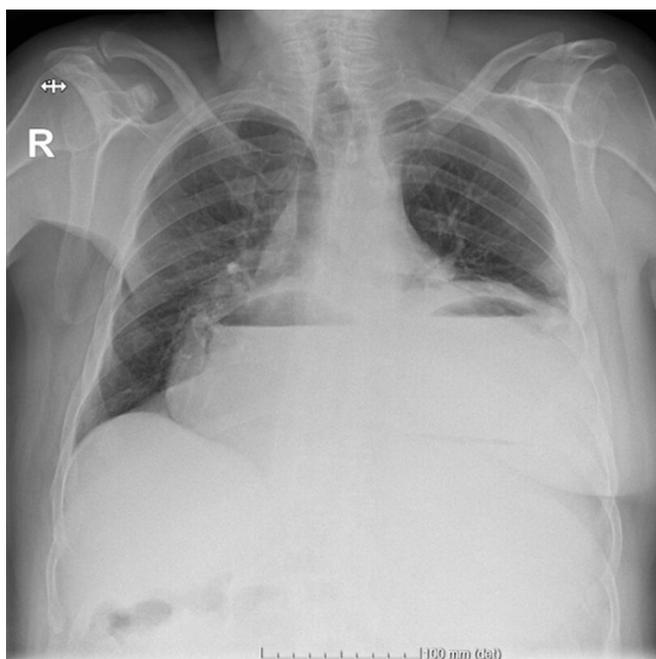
Radiografia torácica: massa mediastínica de grandes dimensões com níveis hidroaéreos
